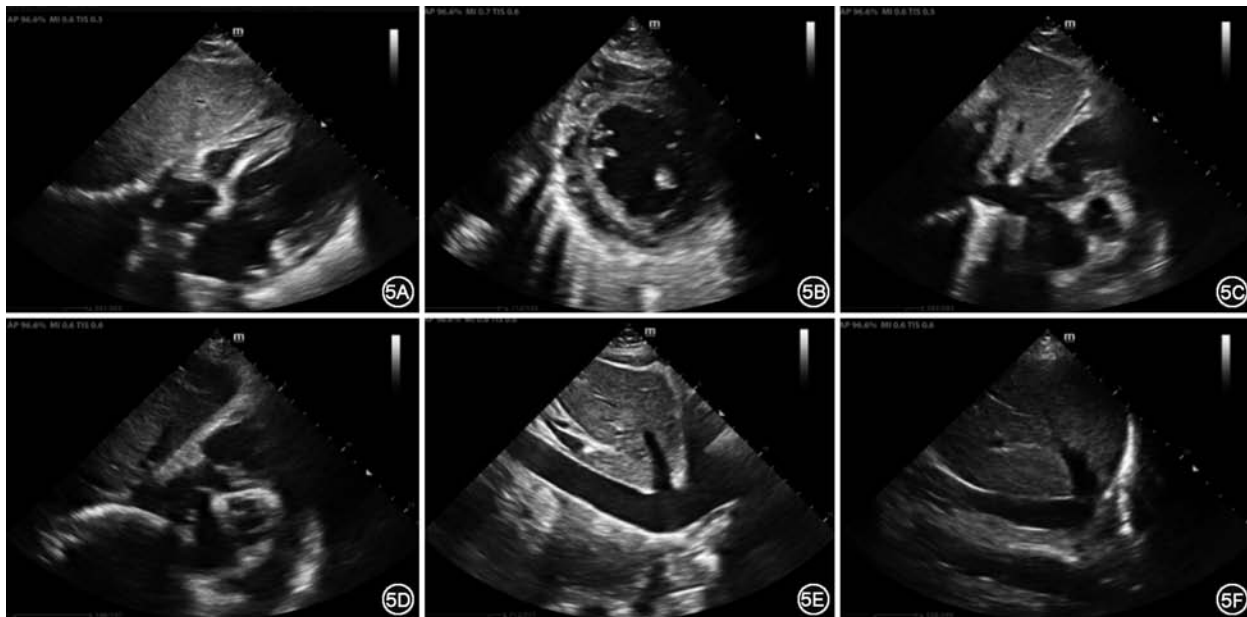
心脏超声的剑突下多切面 5A 剑突下四腔心切面 5B 剑突下左心室短轴切面 5C 剑突下大动脉短轴切面 5D 剑突下肺动脉分支长轴切面 5E 剑突下下腔静脉长轴切面 5F 经肝下腔静脉长轴切面
